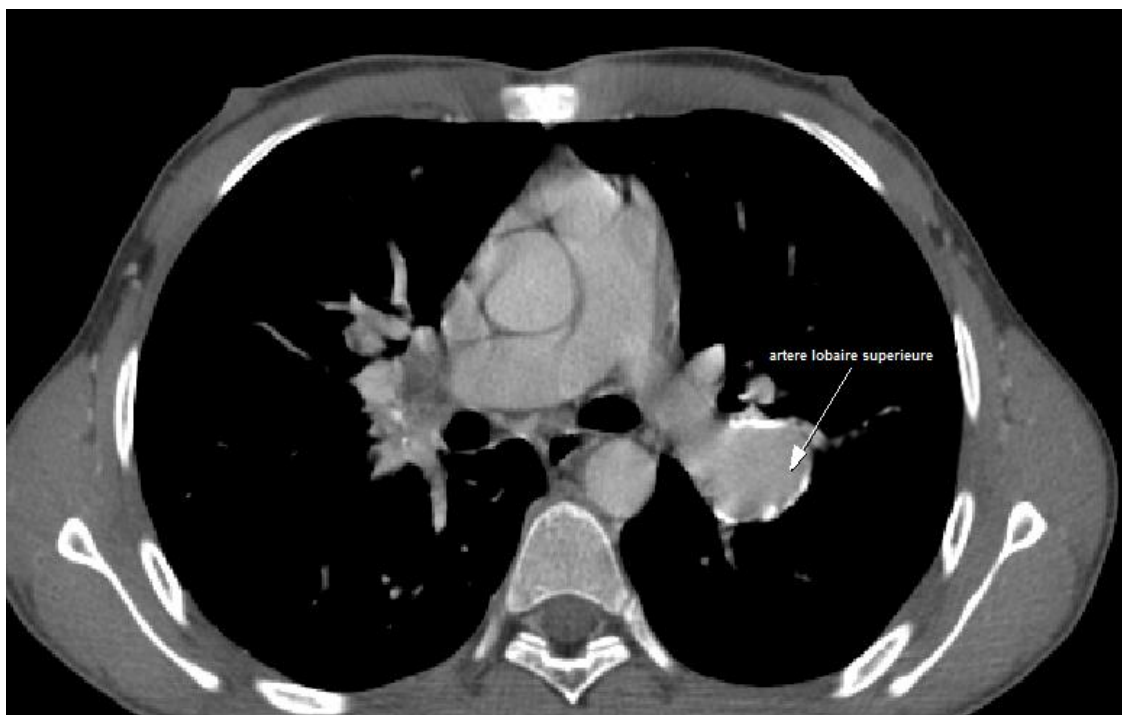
angio-TDM thoracique montrant un anévrisme de l'artère lobaire supérieure gauche (patient O.R, service de radiologie/CHU Hassan II)
